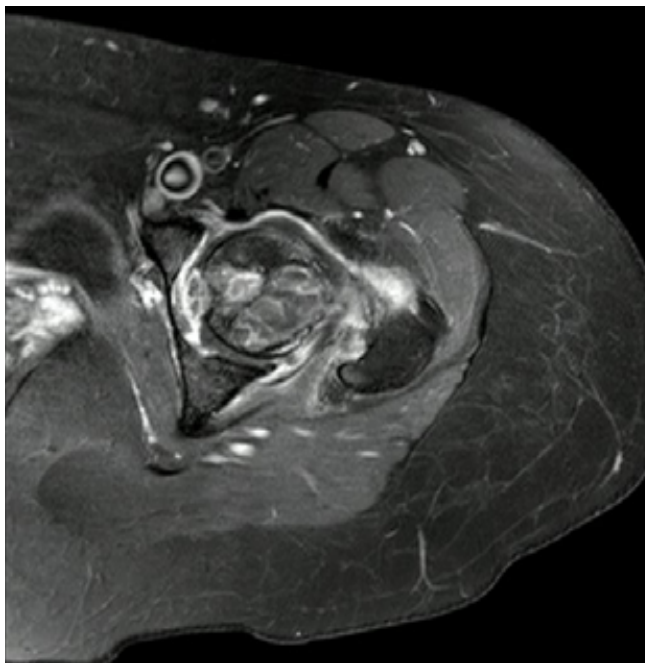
Resonancia magnética de cadera izquierda. Secuencia STIR axial.
